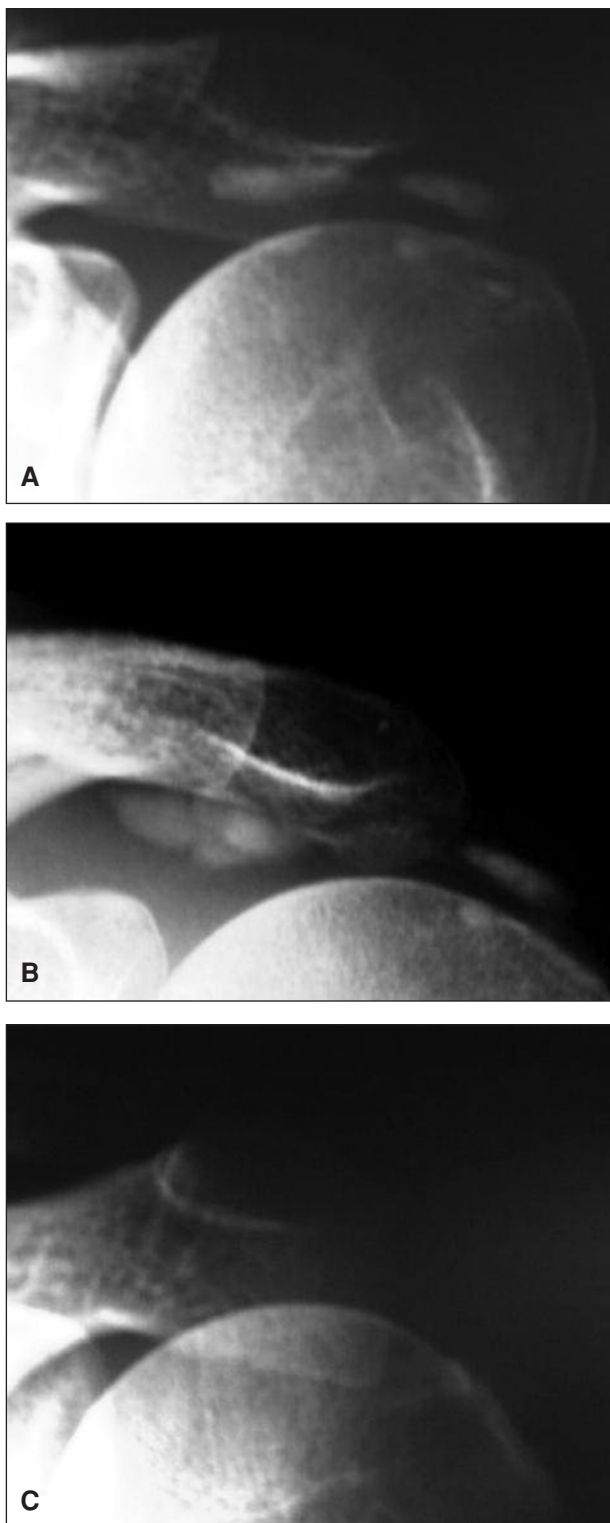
A. Radiografía inicial. B. A los 8 meses de la cirugía artroscópica fallida. C. Después del tratamiento con ondas de choque.
